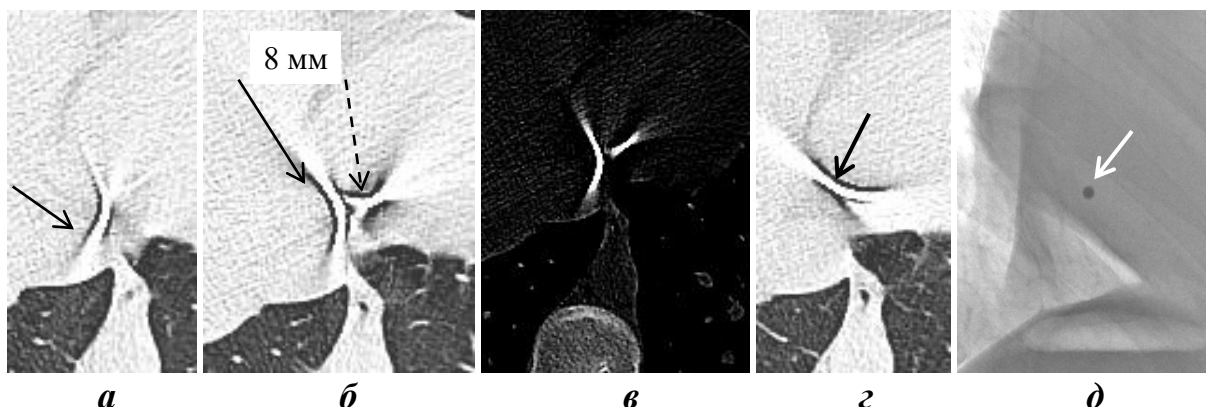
Слепое, проникающее через перикард, ранение правого желудочка: а–д — фрагменты прокрутки изображений. Осколок фиксирован в стенке желудочка. Расстояние между центрами дугообразных линий 8 мм. Сплошной стрелкой обозначена первая дуга артефакта, пунктирной — вторая; в — окно динамического диапазона смещено вправо, осколок отображается двумя дугообразными линиями; д — фрагмент рентгенограммы. Металлический осколок (стрелка) имеет шаровидную форму, диаметр 3 мм
